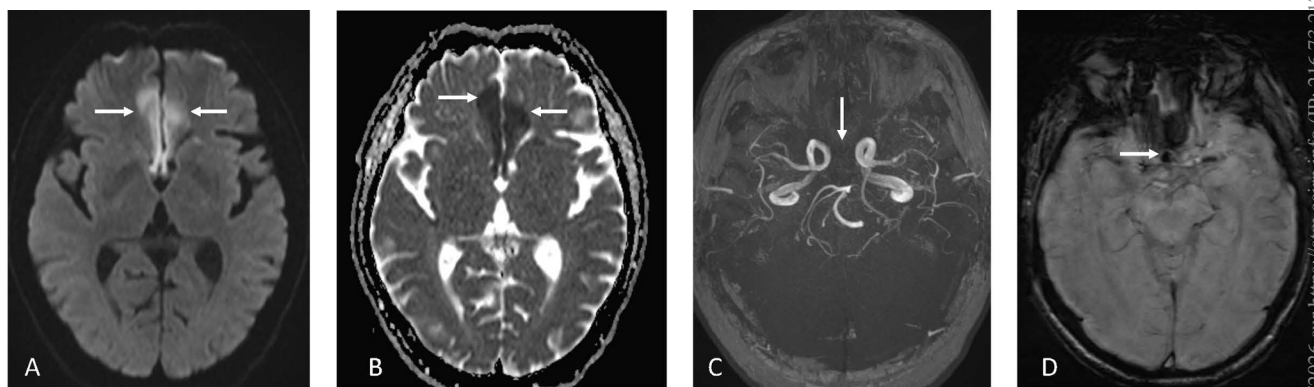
IRM cérébrale. A. Ischémie du territoire antérieur en hypersignal en séquence diffusion. B. Ischémie du territoire antérieur en hyposignal en séquence ADC (Apparent Diffusion Coefficient). C. TOF (*time of flight*), artère communicante antérieure et les deux artères cérébrales antérieures non visibles. D. Thrombus visible en hyposignal en séquence SWI (*susceptibility weighted imaging*) au niveau de la communicante antérieure, s'étendant dans la partie proximale de l'ACA gauche
